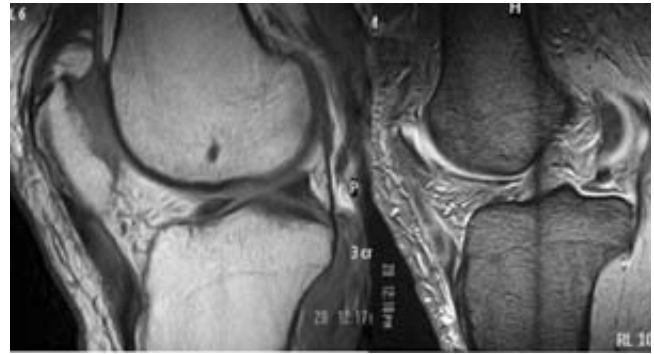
Resonancia magnética sagital potenciada en T1 y T2. Los tejidos blandos anterolaterales de la rodilla con edema. El tendón del cuádriceps es heterogéneo con pérdida de su morfología.
